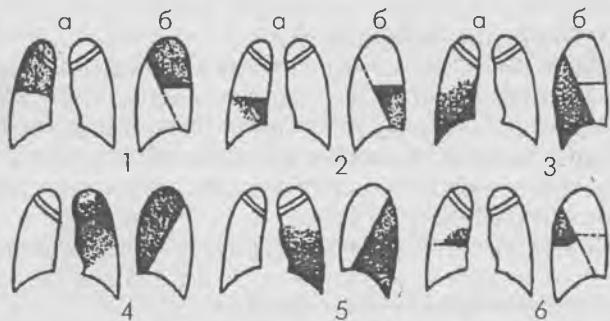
Долевые пневмонии (рентгенологическая картина): а — прямая проекция, б — боковая проекция. Правое легкое: 1 — верхняя доля, 2 — средняя, 3 — нижняя доля. Левое легкое: 4 — верхняя доля, 5 — нижняя, 6 — добавочная задняя доля
